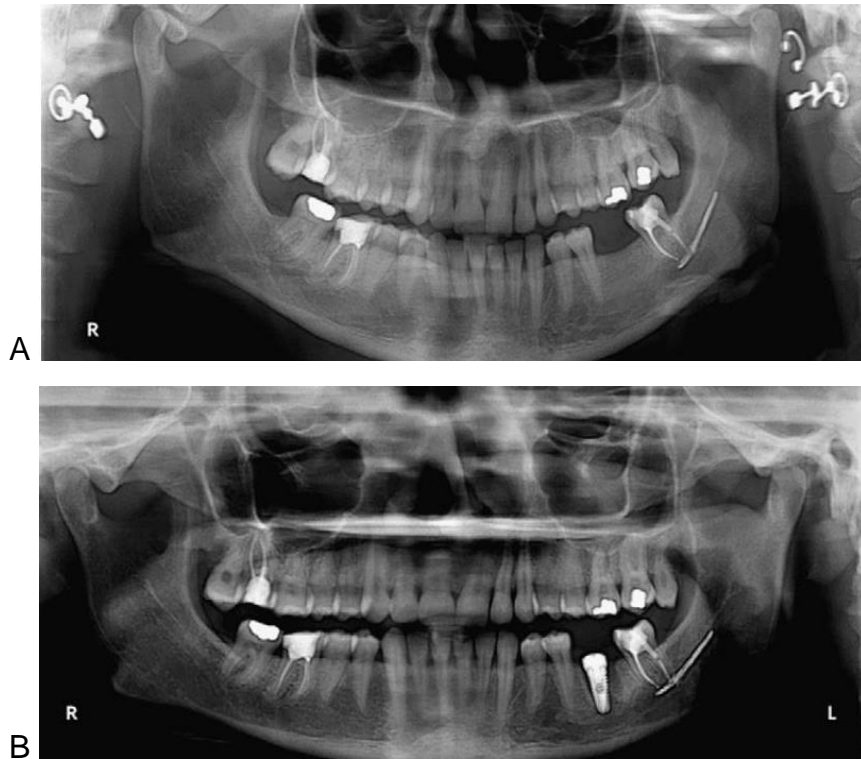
¹⁷ A Radiografía panorámica tomada un día después de la extrusión de material Ah Plus. B Radiografía panorámica después de 3.5 años. (Tomado de: González-Martin. M, et al. Inferior Nerve Parestheria after Overfilling of Endodontic Sealer into the Mandibular Canal.)
